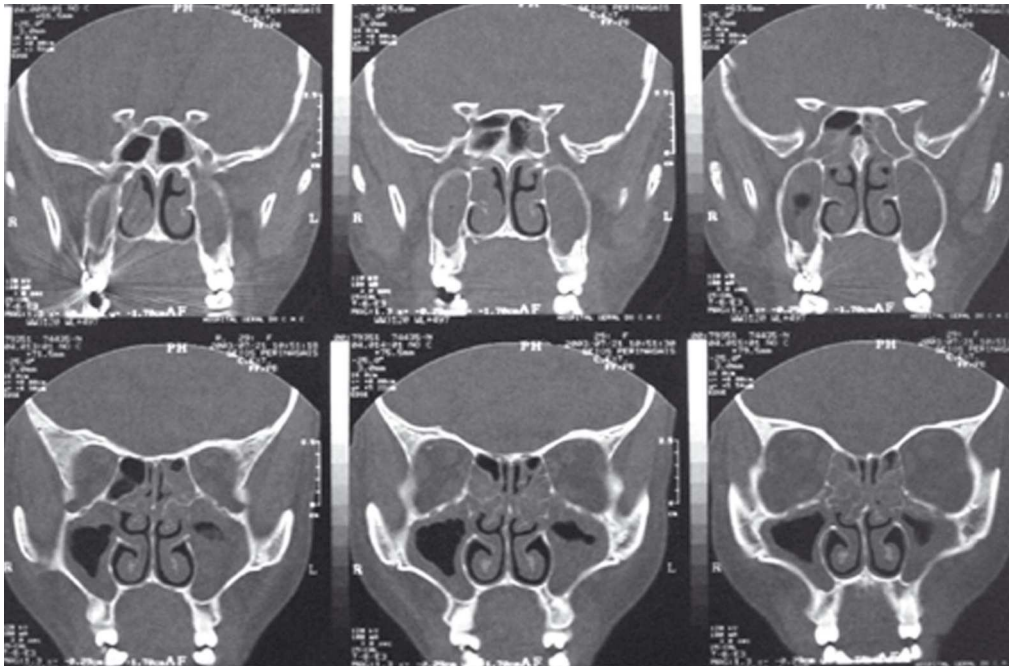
TAC dos seios perinasais. Sinais de sinusite.
